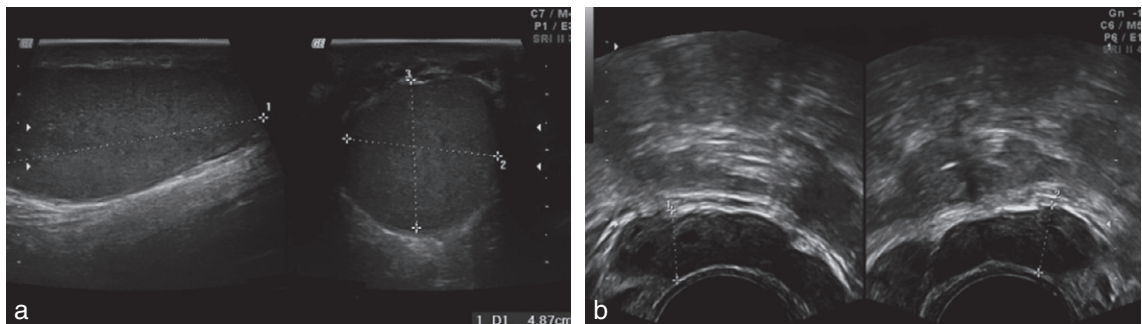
Échographies testiculaires et des organes génitaux internes.
